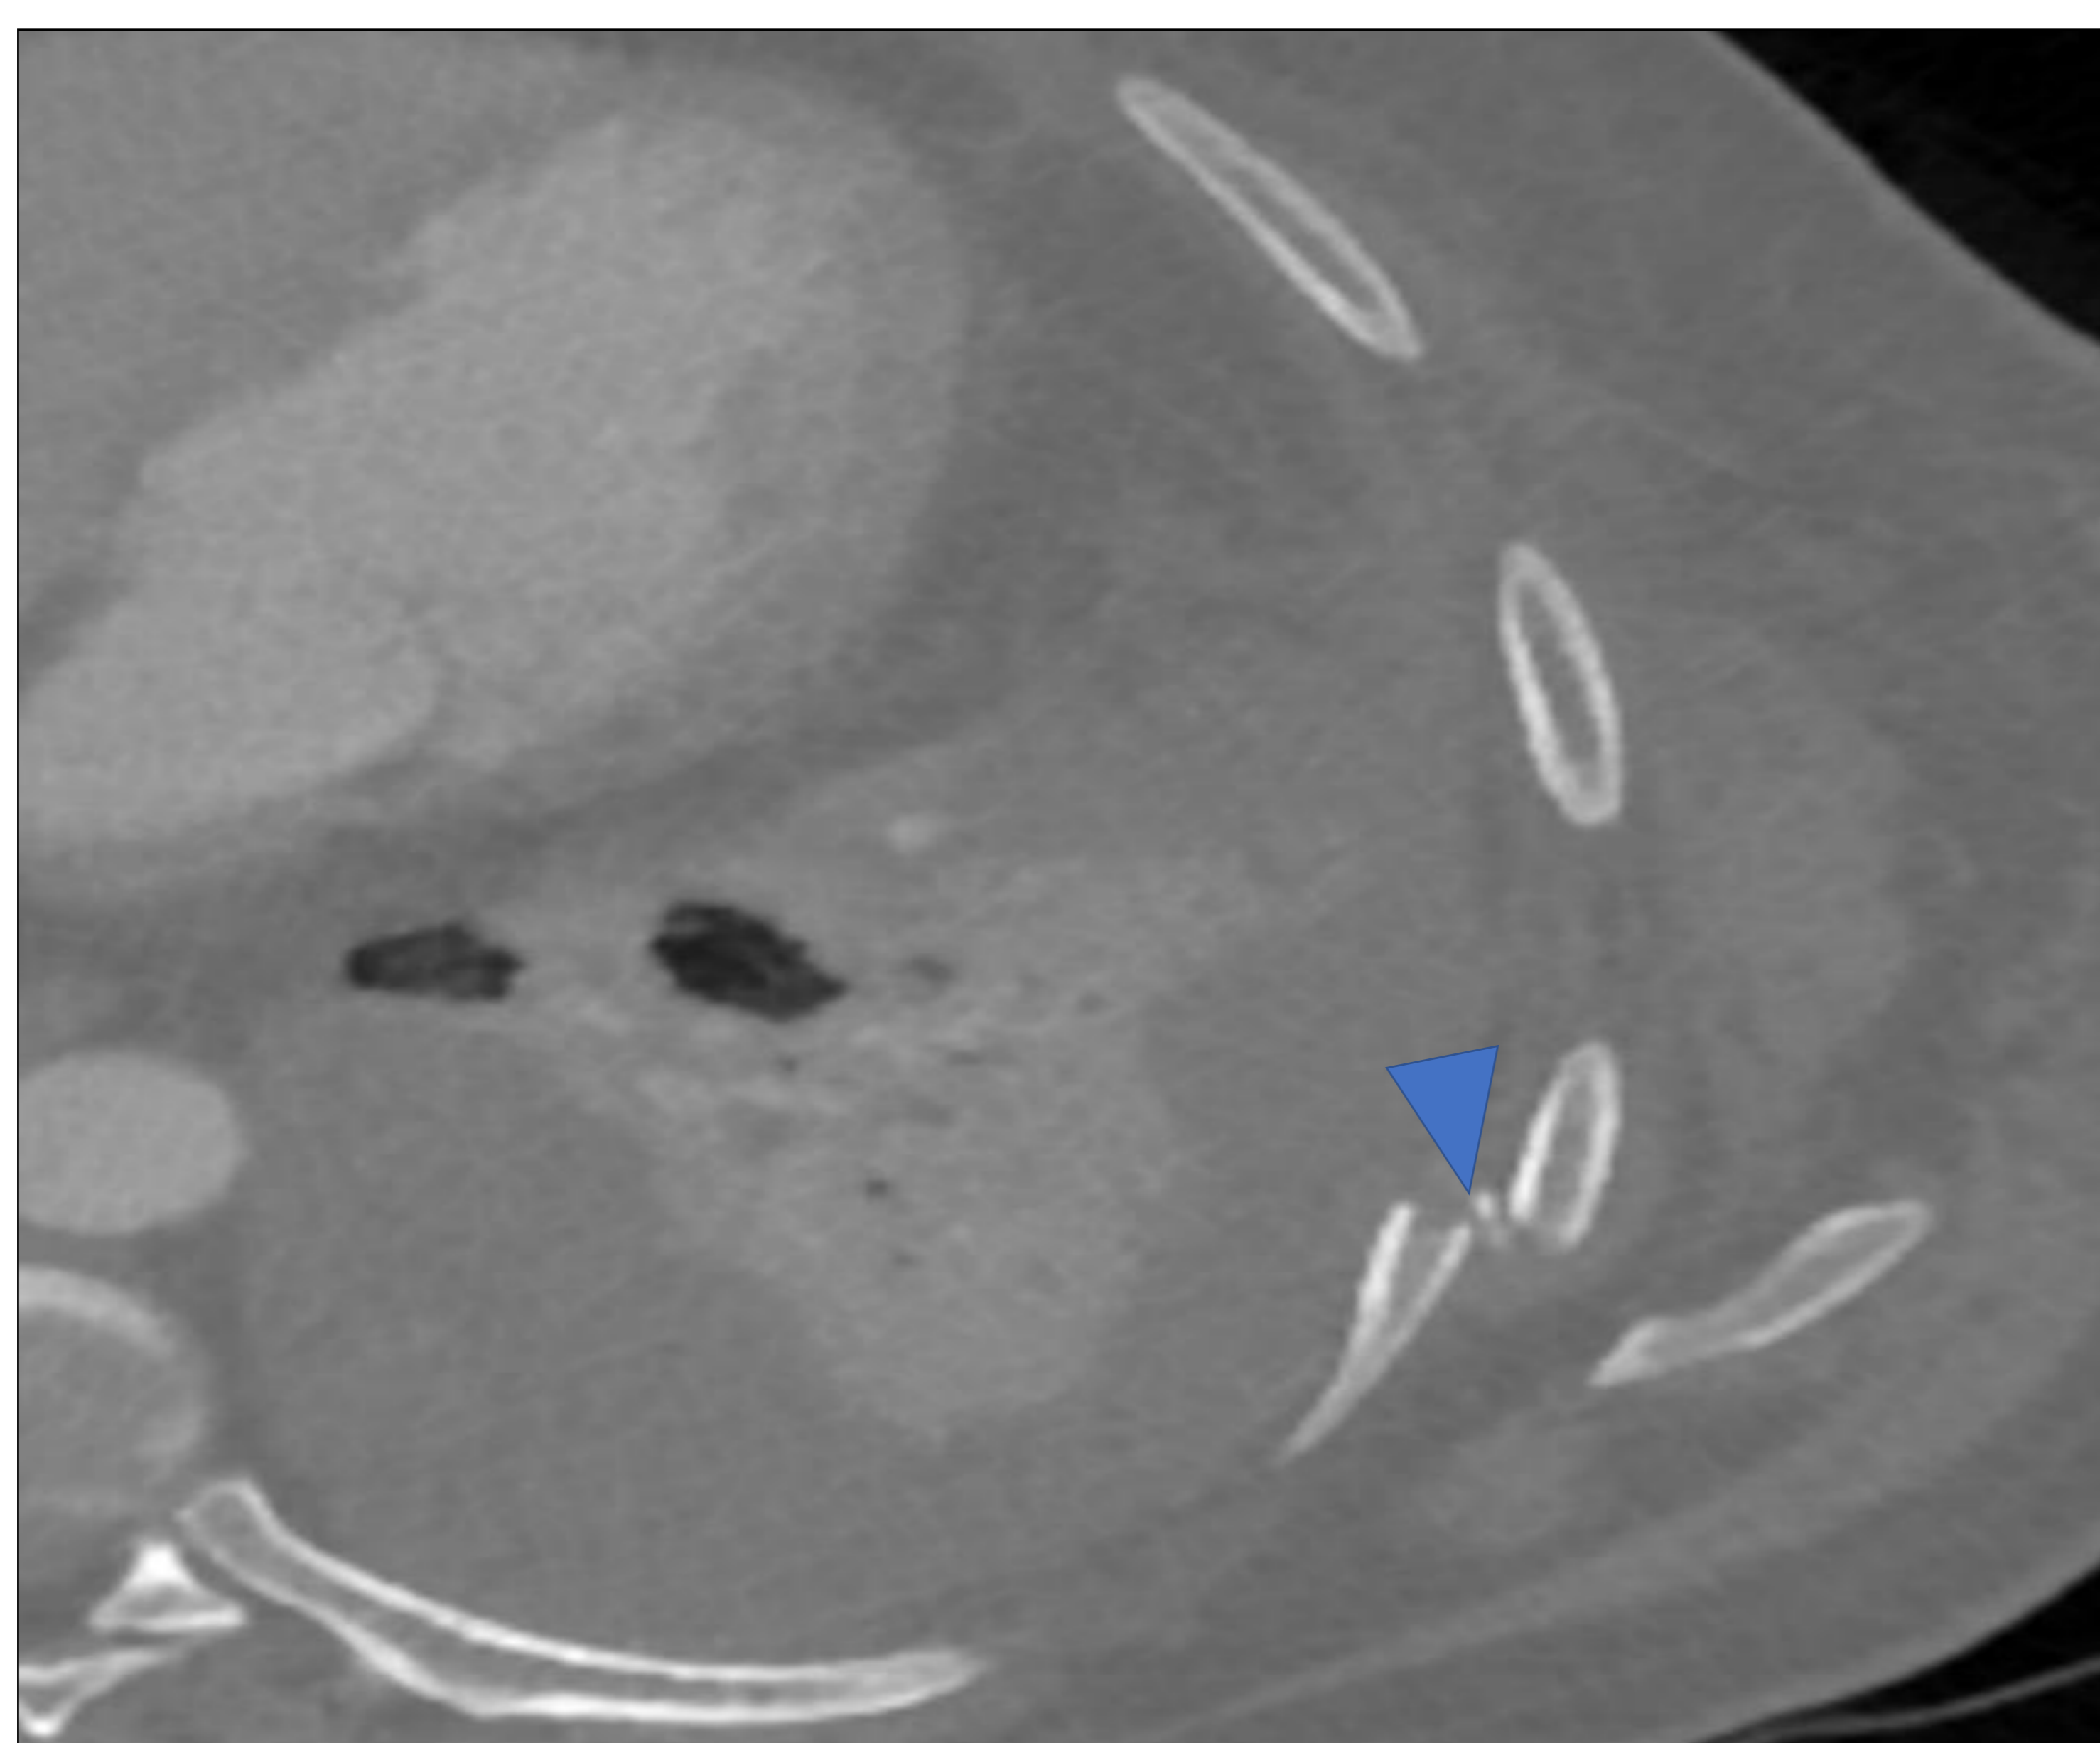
TC torácico con contraste yodado i.v. Fractura costal desplazada (punta de flecha)
